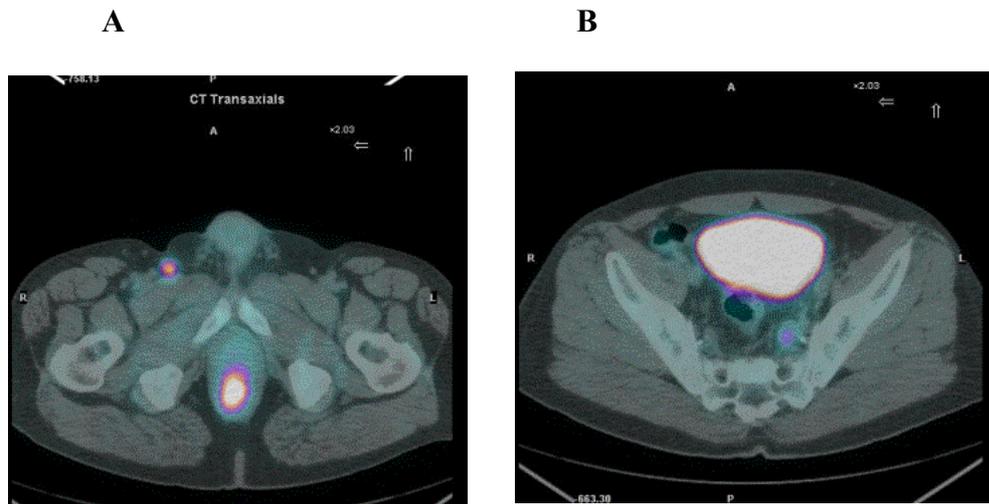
^{18}F FDG-PET/TC di metastasi linfonodale inguinale dx (A) e metastasi linfonodale mesoretale (B) da carcinoma del retto inferiore
